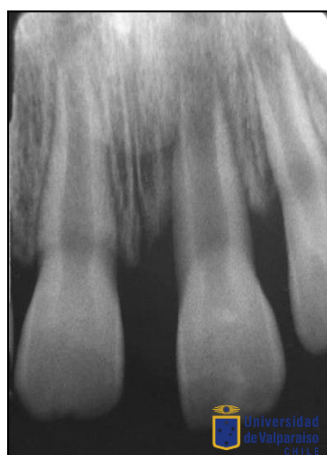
Radiografía de control 3 meses posterior a terapia de reparación pulpar (23/09/2013) donde se aprecia ápice y canal apical abierto en forma divergente, paredes radiculares delgadas. Lesión radiolúcida en sector apical.
